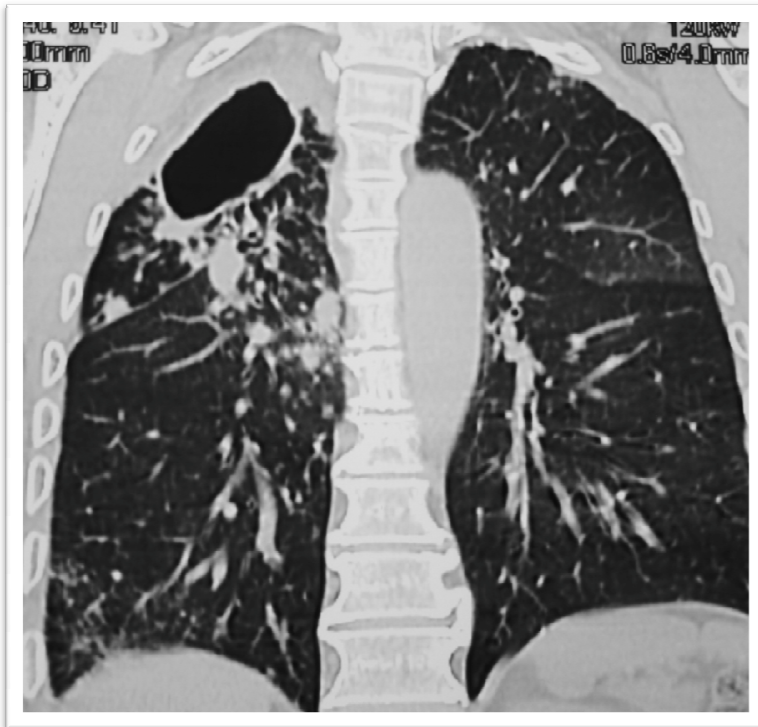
Figura N 7: TC reformateo coronal en paciente con TBC-MDR y fracaso al tratamiento de segunda línea, muestra: Cavidad en LSD rodeada de consolidación, algunos nódulos centrolobulillares en lóbulo medio y densidades en vidrio deslustrado en lóbulo inferior derecho y campo pulmonar izquierdo.
